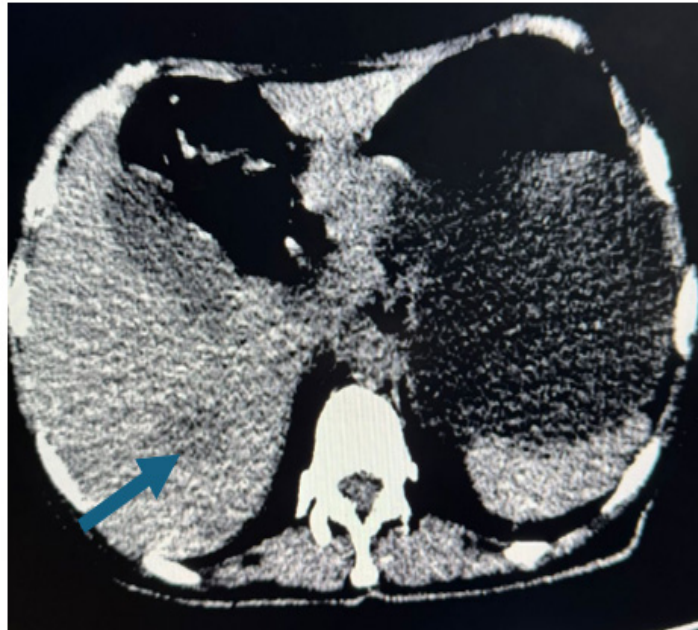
Tomografía de abdomen sin contraste donde se evidencia una lesión hepática en segmento VI/VII de aspecto indeterminado (flecha azul).
